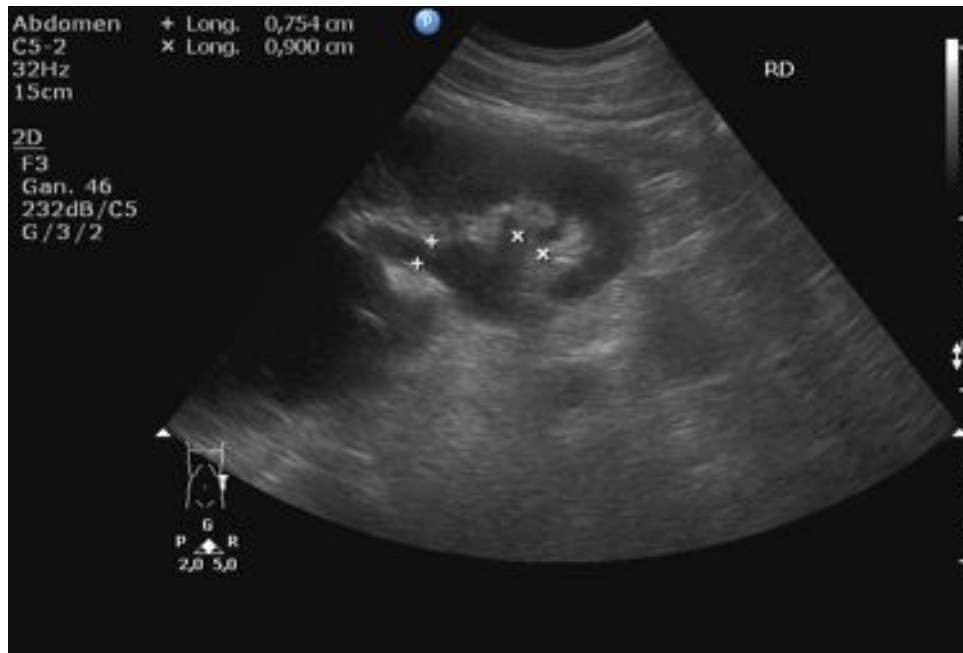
Ecografía abdominal: dilatación pielocalicial derecha con infundíbulos renales de tamaño entre 7 y 10 mm.
